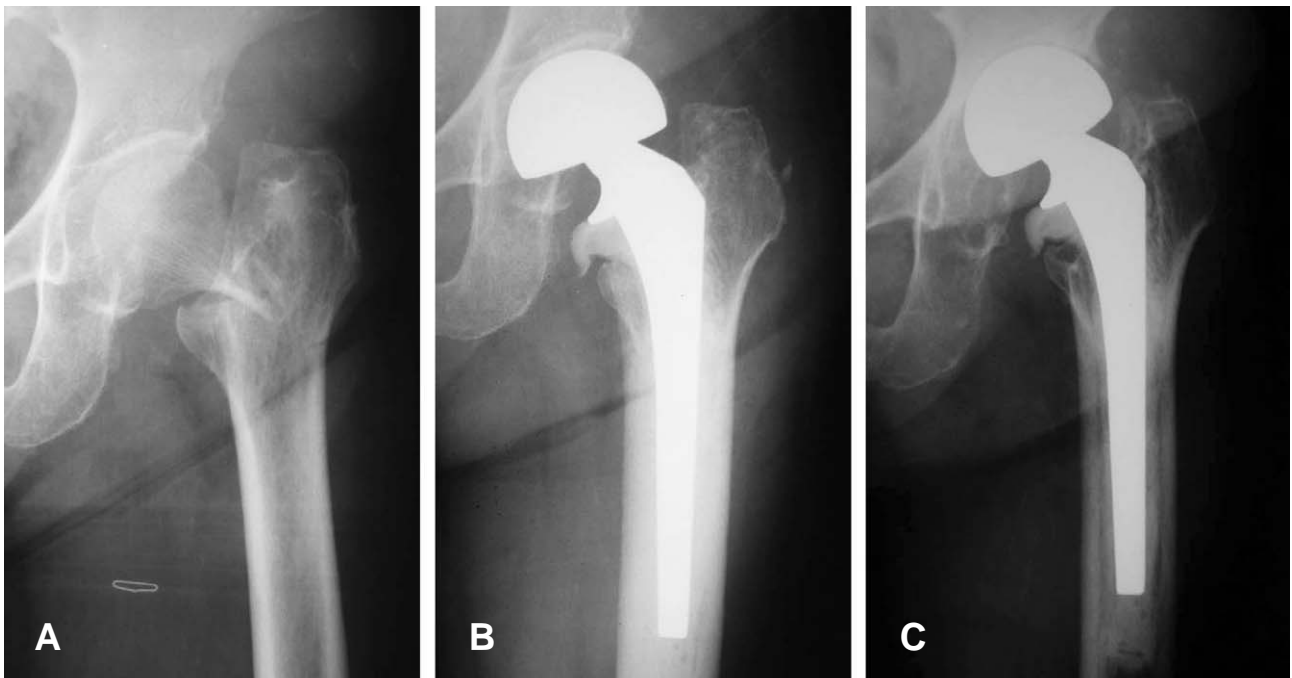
79-year-old female with femoral neck fracture. (A) Preoperative radiograph shows Garden type III femoral neck fracture. (B) Immediate postoperative radiograph shows that bipolar hemiarthroplasty on Lt hip was performed. (C) Last follow-up radiograph shows acetabular bone erosion by bipolar head and early migration (Grade II).
